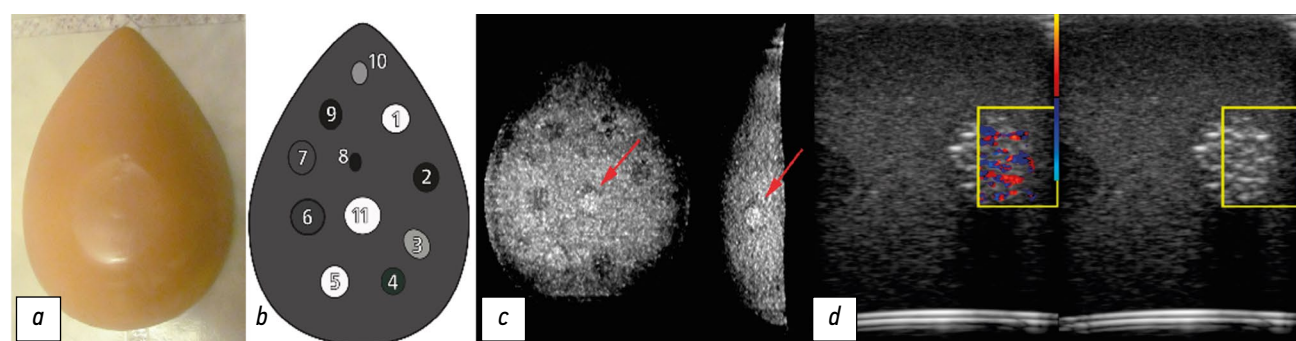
Blue Phantom幻影乳房：*a* - 外观；*b* - 包含方案；*c* - 计算机断层图像部分（箭头表示测试区域）；*d* - 超声图。
